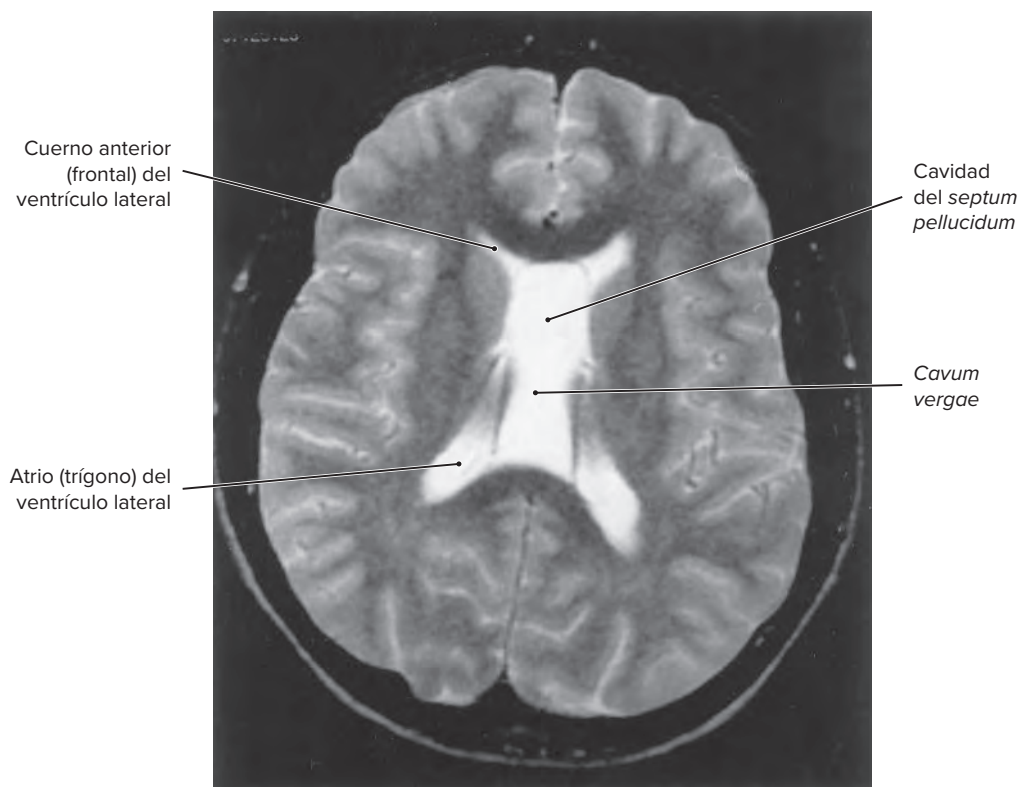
Imagen de resonancia magnética (RM) axial en fase T2 de las cavidades del *septum pellucidum* y de *vergae*.
